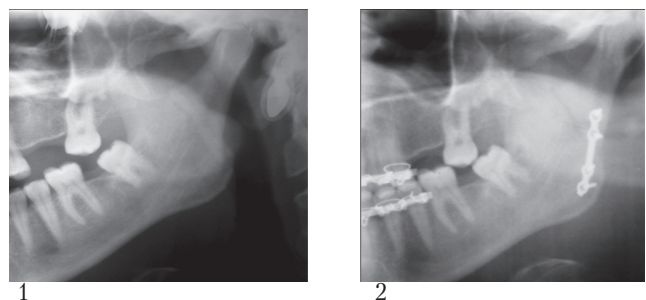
1 – рентгенограмма пациента до операции; 2 – рентгенограмма пациента после остеосинтеза
